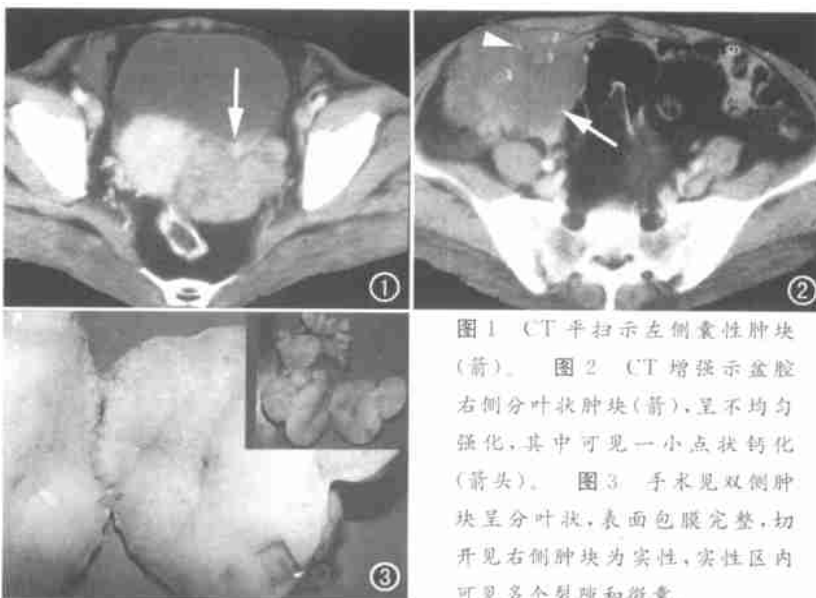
CT 平扫示左侧囊性肿块(箭)。图 2 CT 增强示盆腔右侧分叶状肿块(箭), 呈不均匀强化, 其中可见一小点状钙化(箭头)。图 3 手术见双侧肿块呈分叶状, 表面包膜完整, 切开见右侧肿块为实性, 实性区内可见多个裂隙和微囊。
